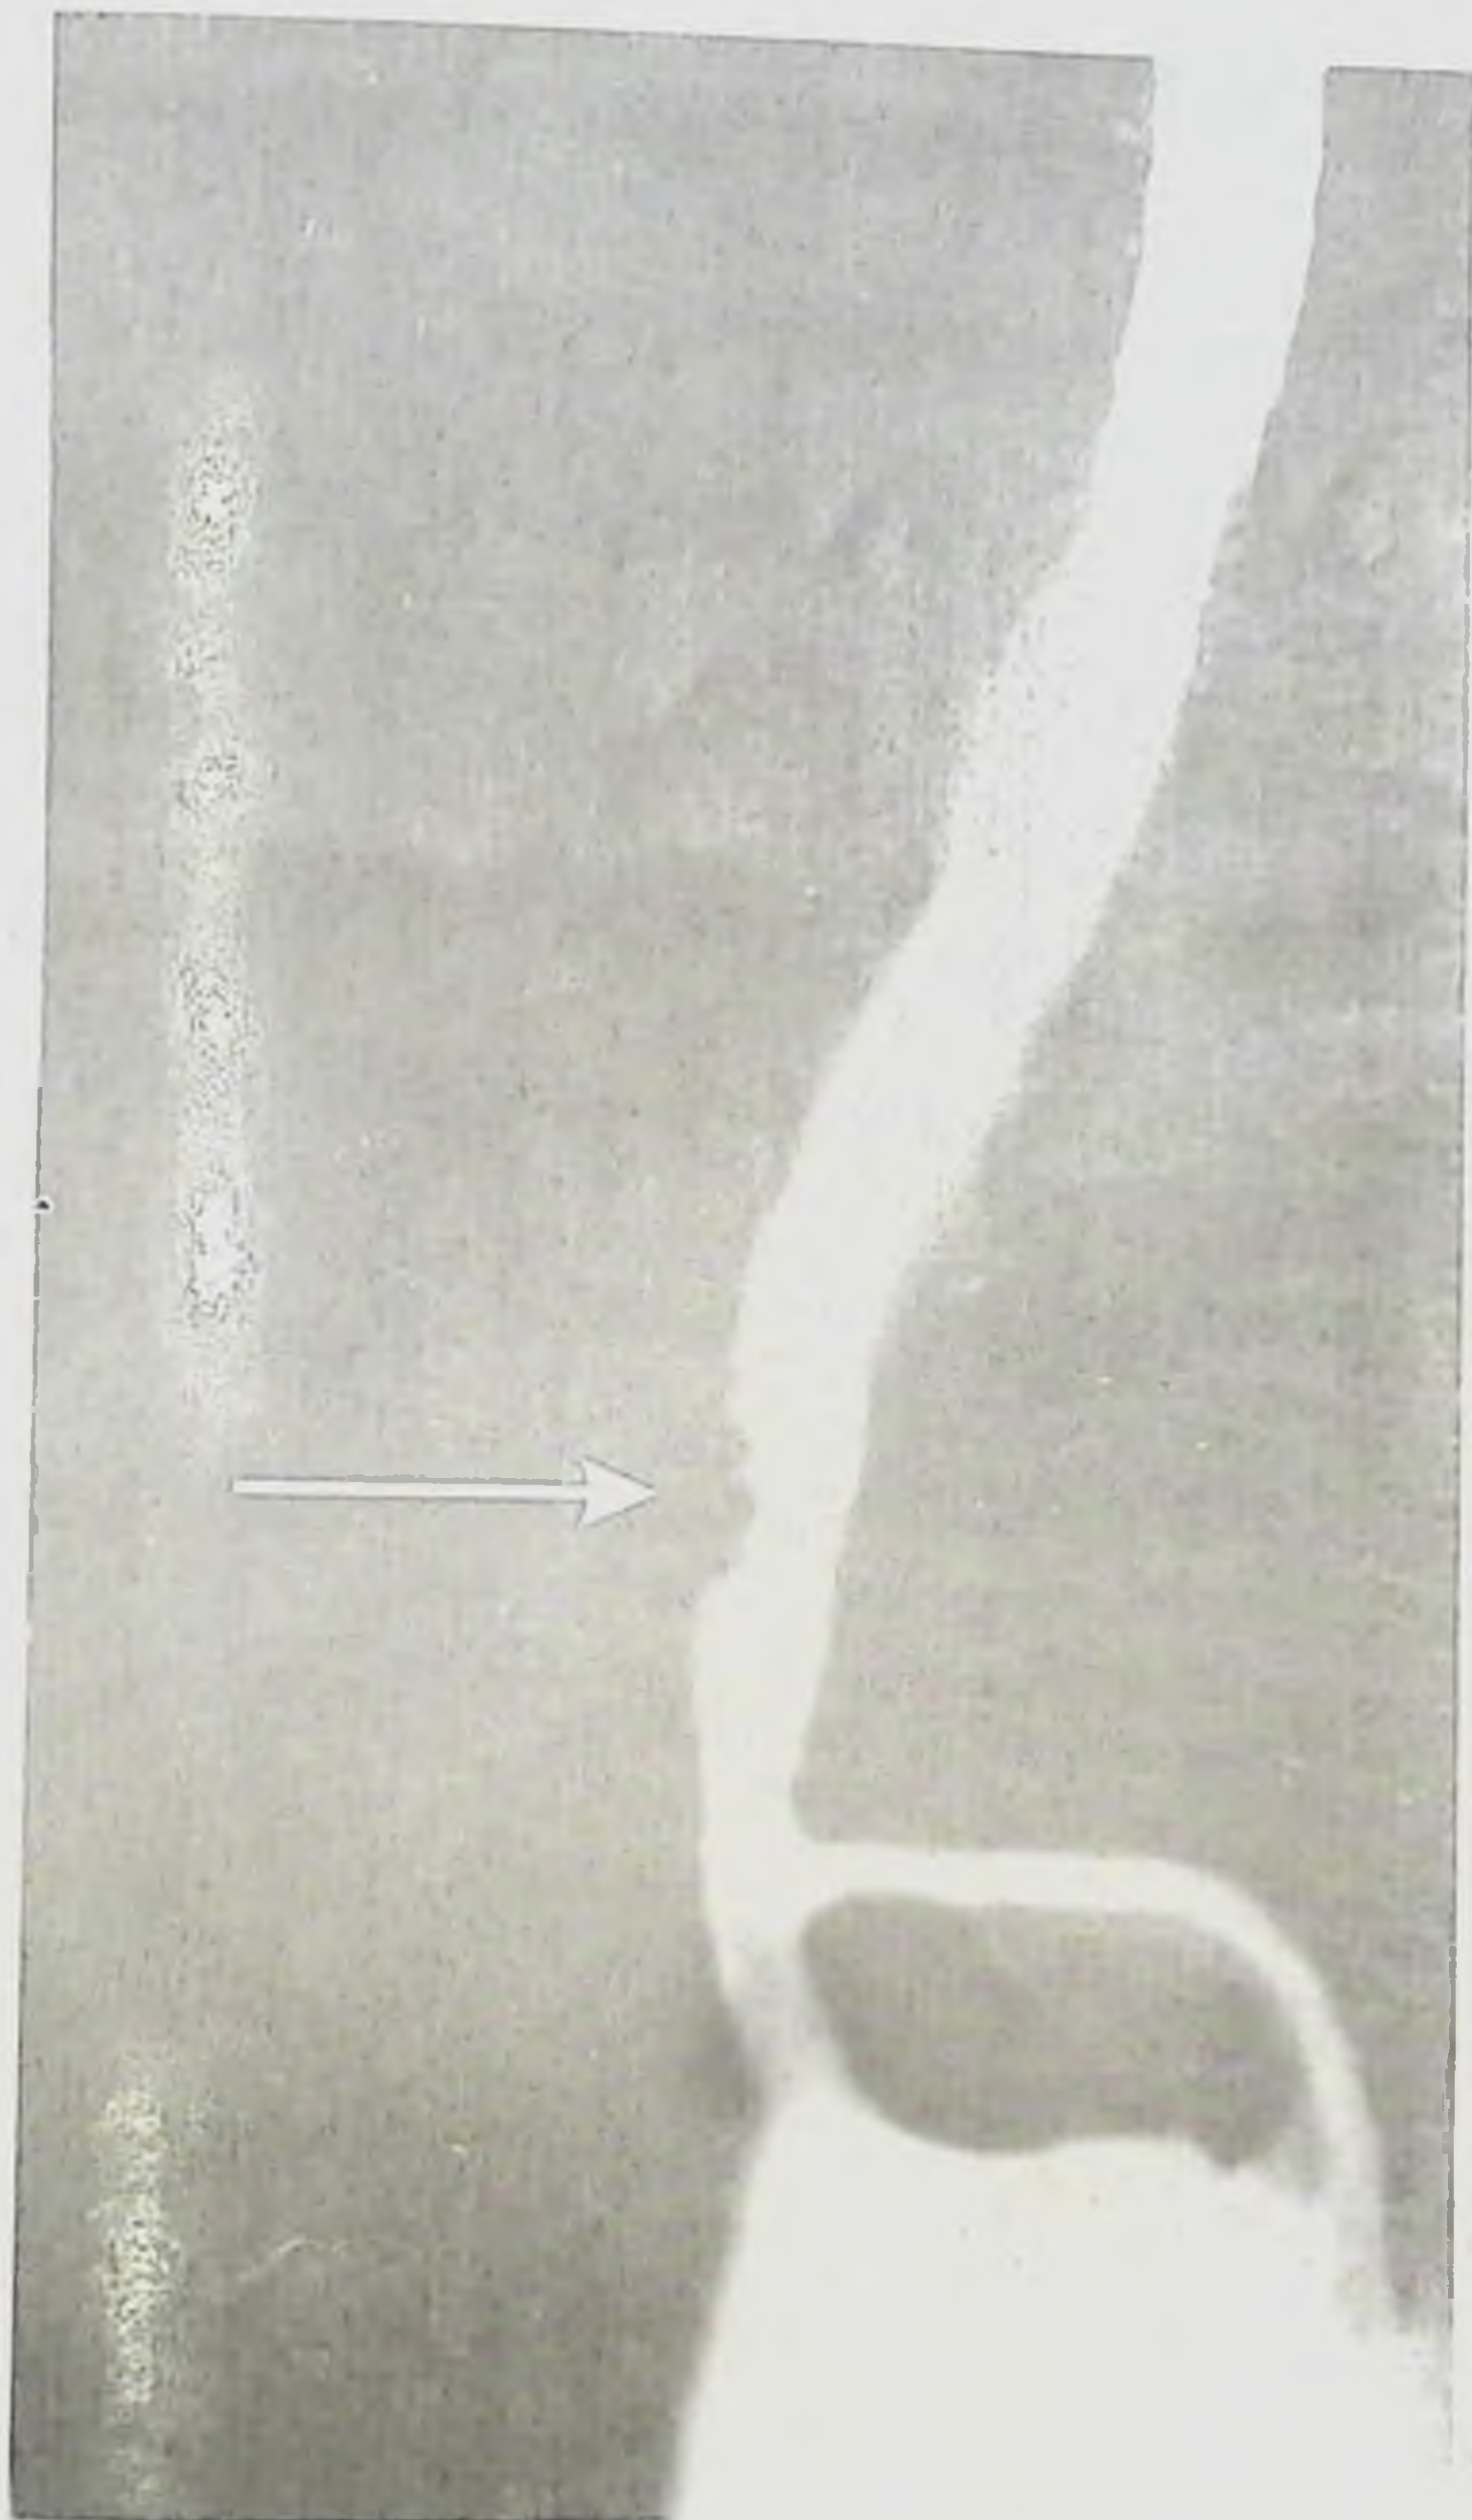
Фоторентгенограмма. Больная Р., 56 л., ист. бол. №563. Рак пищевода I стадии до операции.
